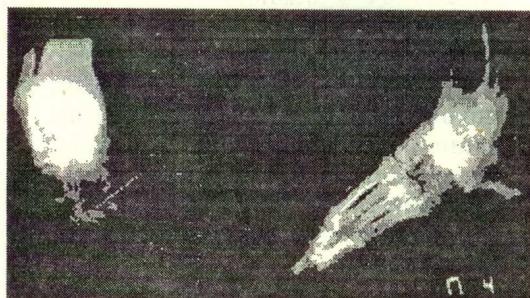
Рентгенограммы больной В. до лечения, в процессе коррекция и после лечения.
